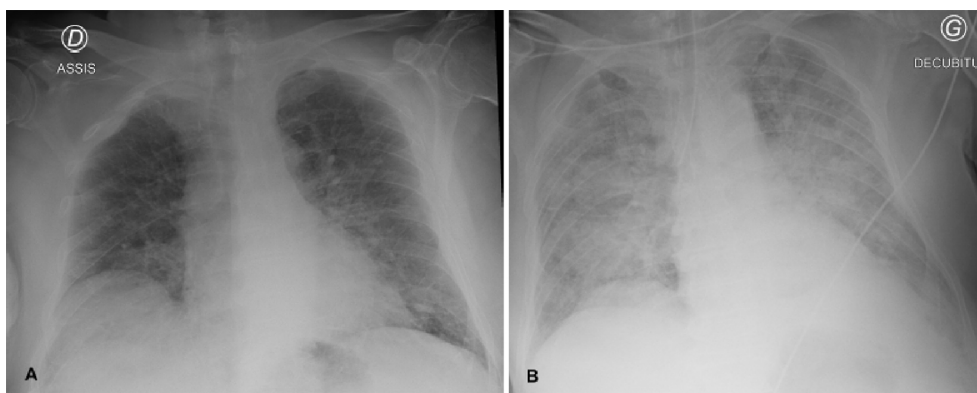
Radiographies pulmonaires. Le cliché initial (A) pris une heure après le retour d'IRM montre une surcharge hilare débutante. Le cliché suivant (B) pris deux heures plus tard montre une aggravation des lésions avec des opacités alvéolaires diffuses. À noter que la sonde d'intubation sélective a aussitôt été remplacée
